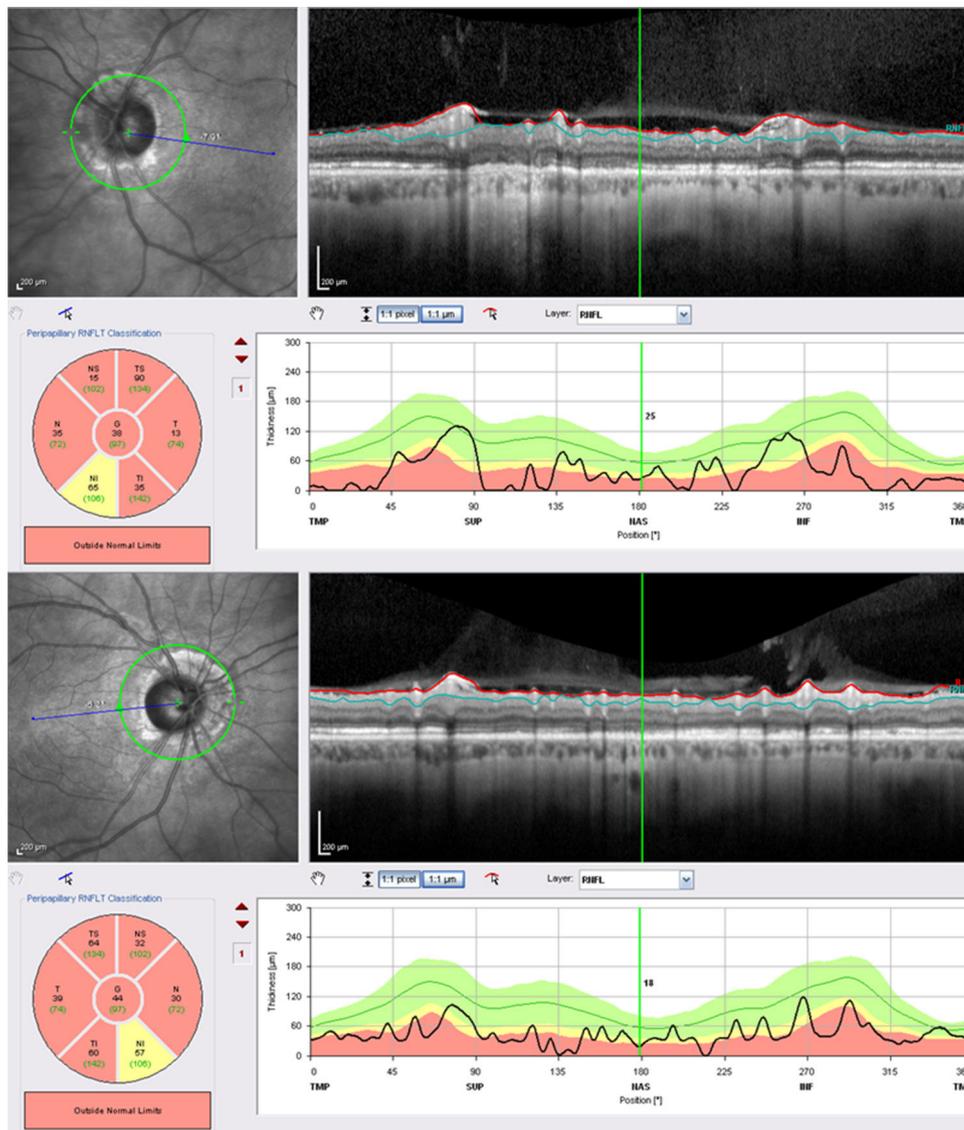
Tomografía de coherencia óptica en la que se observa atrofia grave en la capa de fibras nerviosas peripapilar de ambos nervios ópticos.
